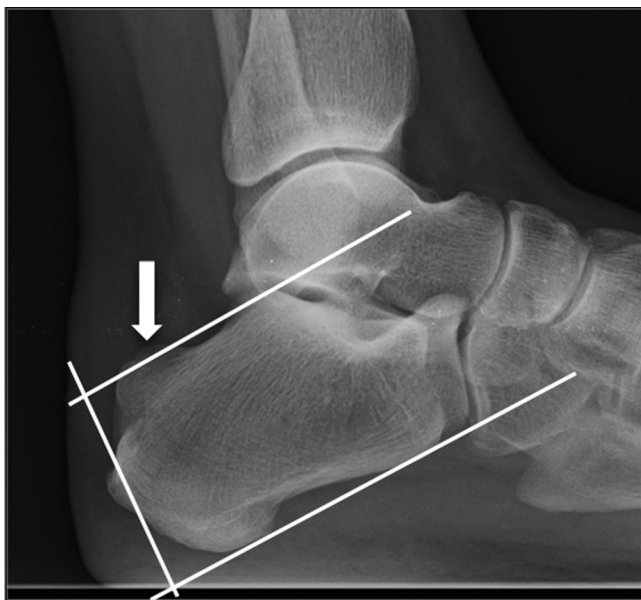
Radiografía lateral de tobillo. La flecha señala la exostosis posterossuperior del calcáneo que, al superar la línea superior según el método de las líneas de inclinación paralelas, constituye la deformidad de Haglund.
